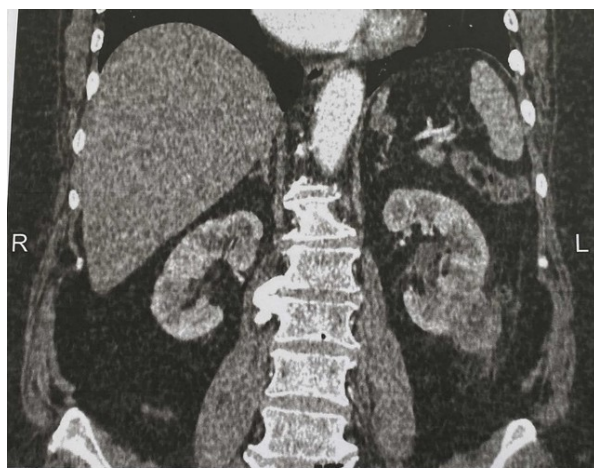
СКТ почек и мочевыводящих путей
